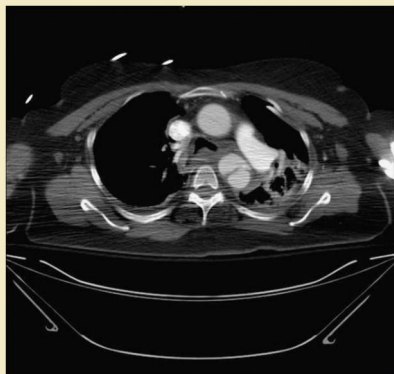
Hallazgos puestos de manifiesto con angiografía por TC compatibles con una sección aórtica.
